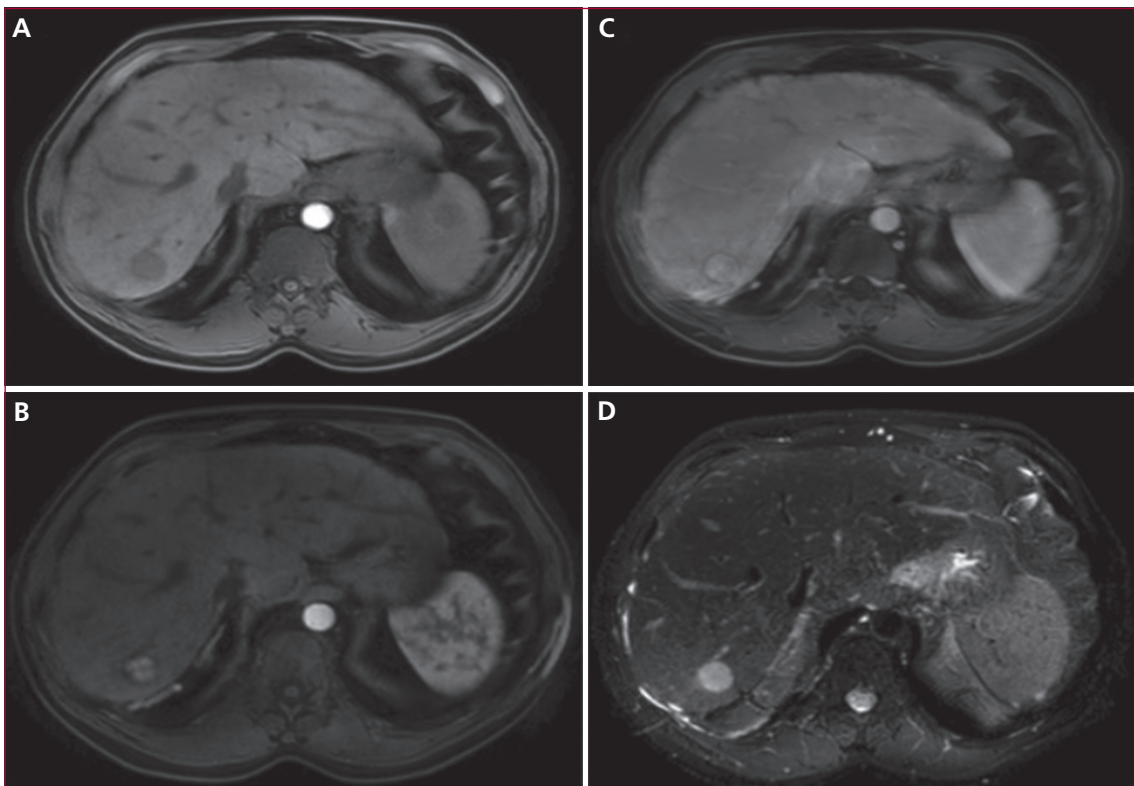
Patient ayant un SBC et un nodule malin unique du secteur postérieur, caractérisé à l'IRM (A : T1 fat sat sans injection ; B : T1 fat sat au temps artériel C : T1 fat sat au temps tardif ; D : séquence T2).
